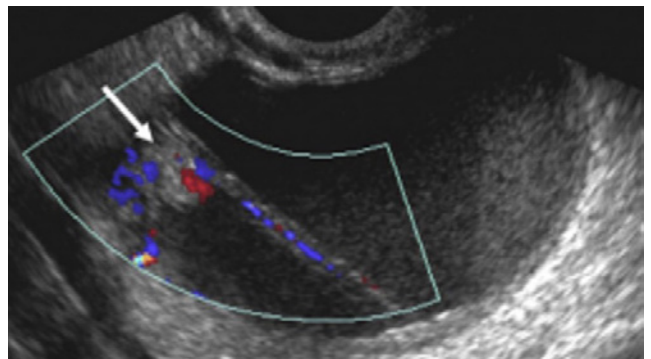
Imagem com Doppler colorido de endometrioma ovariano com nódulo e septação demonstrando fluxo interno (seta). Esses nódulos podem ser fibróticos ou relacionados ao parênquima ovariano adjacente deformado.⁶
